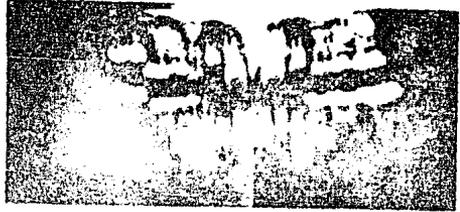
Radiografías panorámicas como medio de ayuda al diagnóstico.
